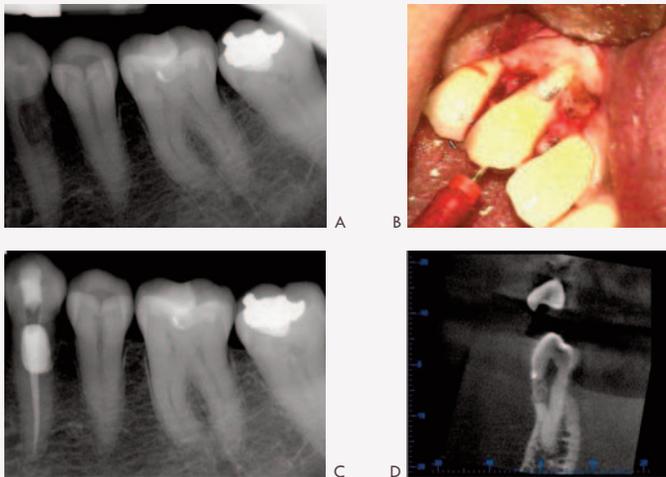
Résorption cervicale externe avec implication pulpaire. Pré-op (A), réparation chirurgicale (B), post-op (C), CBCT pré-op (D)
